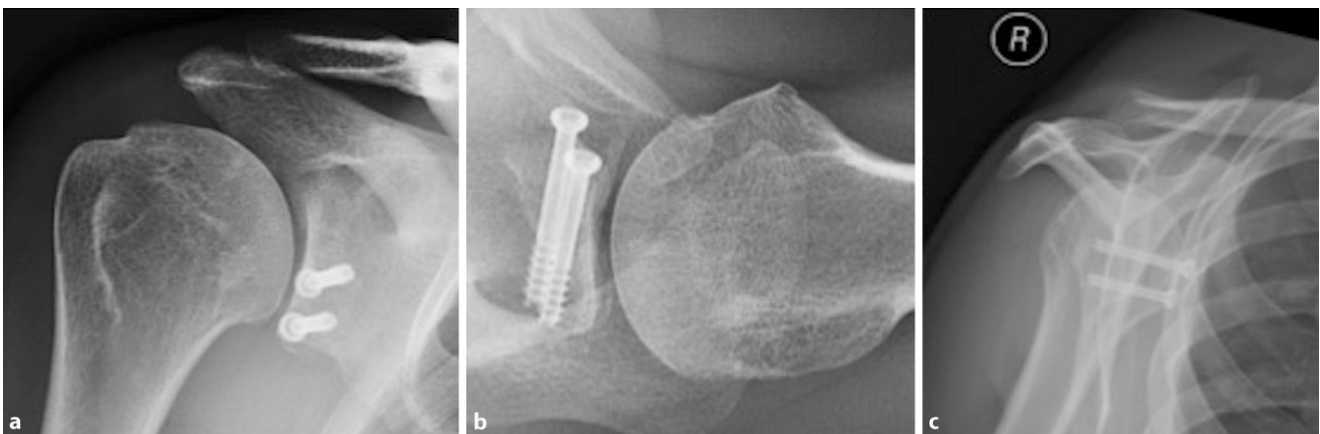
▲ Postoperative Röntgenkontrolle. a a.-p., b axial, c y-view. Schraubenfixation des Korakoidblocks am ventralen Glenoidrand nach Latarjet
